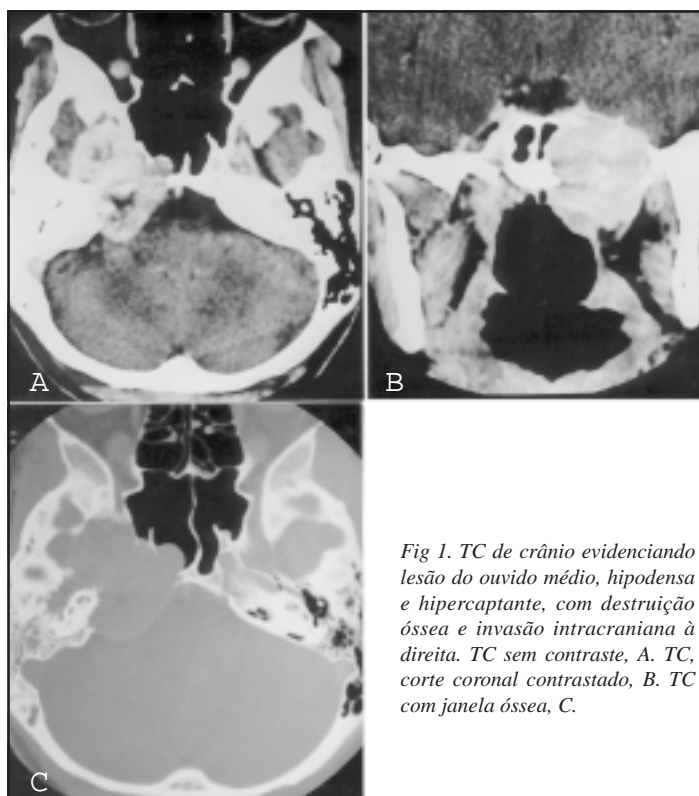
TC de crânio evidenciando lesão do ouvido médio, hipodensa e hipercaptante, com destruição óssea e invasão intracraniana à direita. TC sem contraste, A. TC, corte coronal contrastado, B. TC com janela óssea, C.
